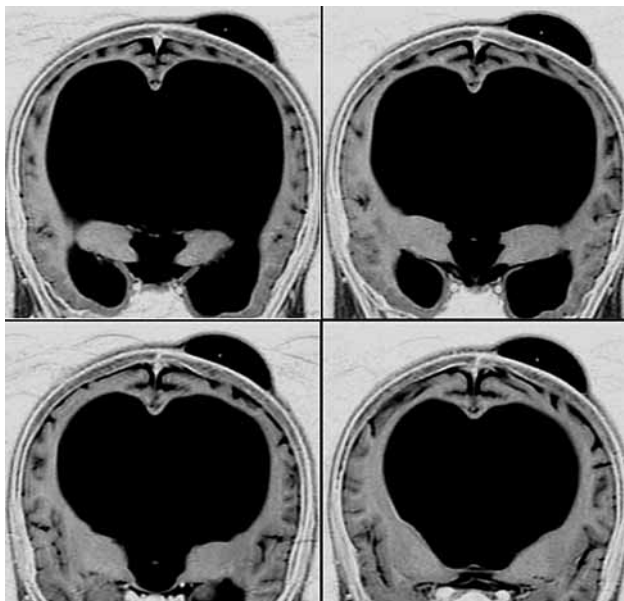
МРТ-изображение в режиме view inverse. Фронтальные срезы. Состояние после субгалеального дренирования. Просматривается функционирующий субгалеальный карман, на фоне чего у пациента 23 лет с нормотензивной гидроцефалией отмечена ремиссия эпилепсии и обратное развитие координационных нарушений
